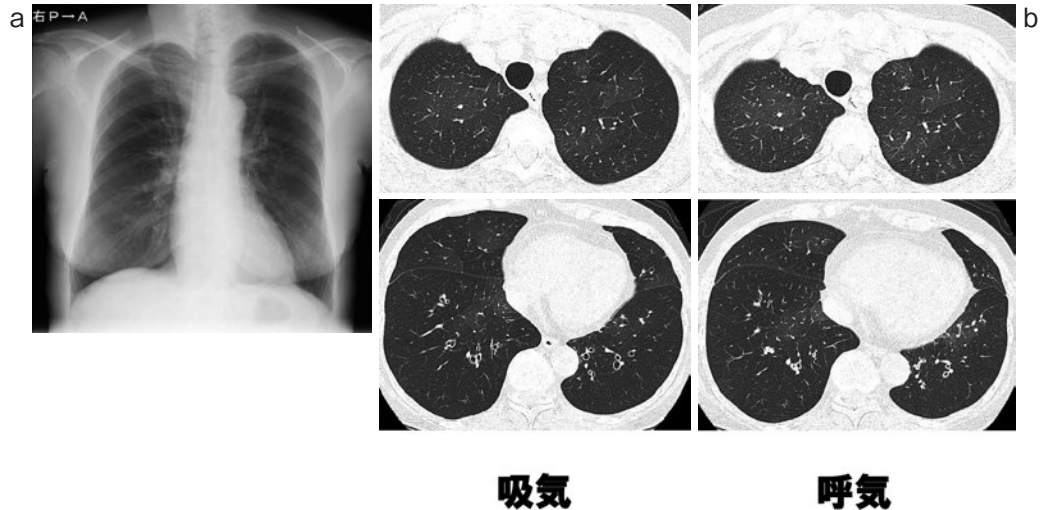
(a) 胸部単純写真. 明らかな気腫性変化は認めない. (b) 胸部 HRCT. 呼気で増強されるモザイクパターン所見, 中枢の気管支拡張所見を認める.
